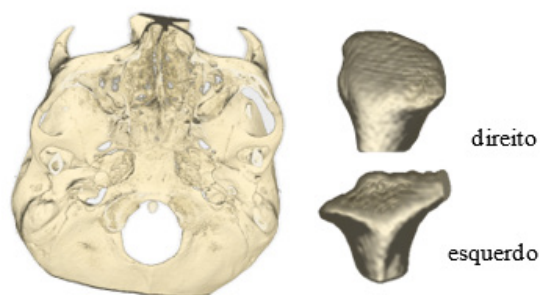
CBCT da base do crânio e anatomia condilar.
